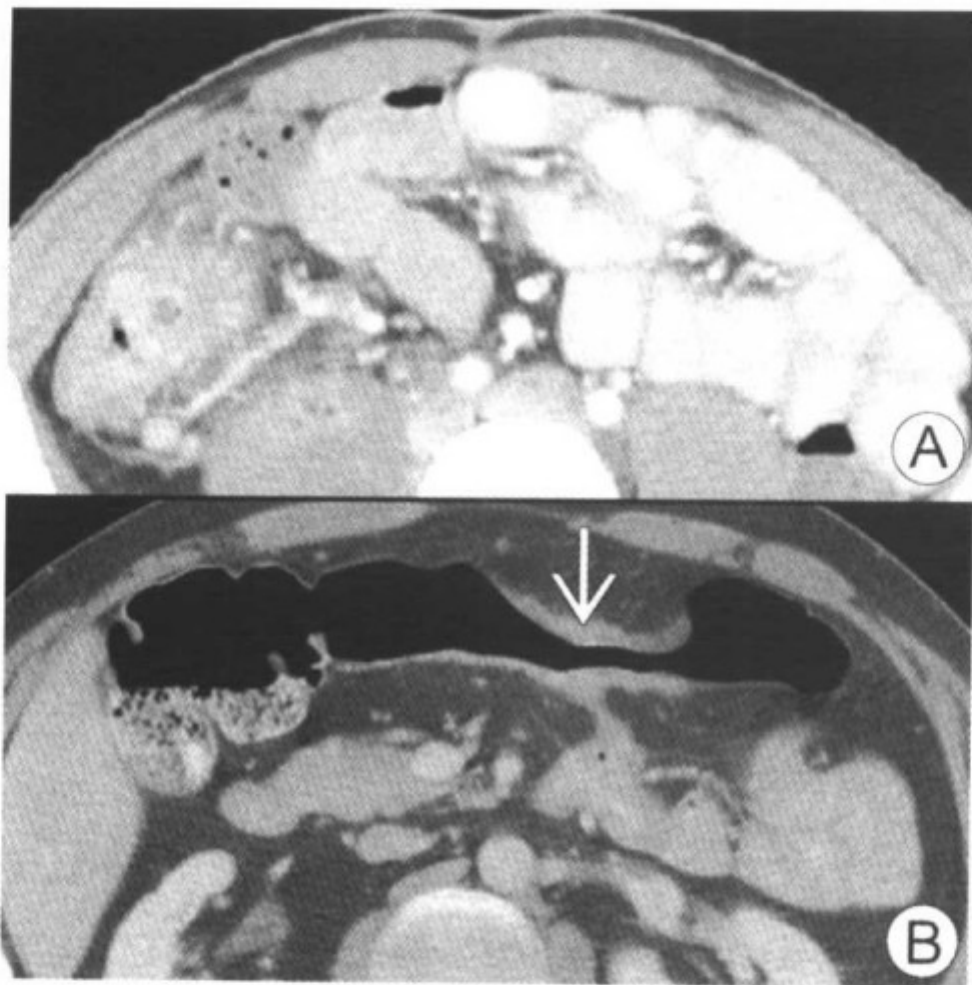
图 A (不同患者) CT 增强示盲肠及末段回肠肠壁增厚, 伴邻近脂肪浸润及淋巴结肿大; 图 B 横结肠肠壁增厚 (箭头), 有瘘管伸入邻近小肠内
